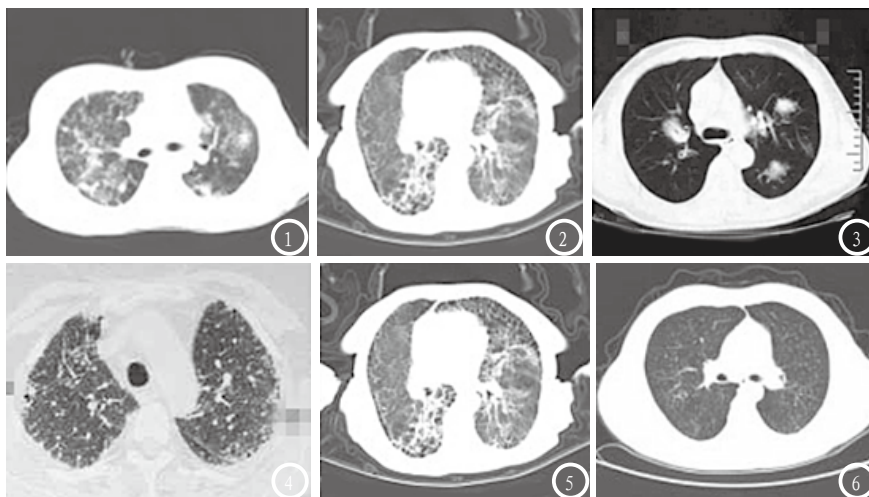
双肺反复、混合感染，胸部CT可见两肺弥漫分布斑片状、丝网状改变，呈花玻璃样。图2 免疫力低下的肺部机会性感染（隐球菌感染），胸部CT可见沿肺叶分布的磨玻璃样改变。图3 双肺多发炎性肉芽肿，胸部CT示双肺多发结节样、团块样病灶。图4 胸部CT可见肺底膈膜蜂窝状和增厚。图5 胸部CT可见广泛的肺小叶间隔增厚、纤维化，部分肺泡内有渗出，部分肺泡气肿，胸廓前后径增大。图6 急性粟粒性肺结核改变，胸部CT可见弥漫分布的粟粒样高密度影，分布均匀，大小、密度均匀，未见胸膜下透亮带。
